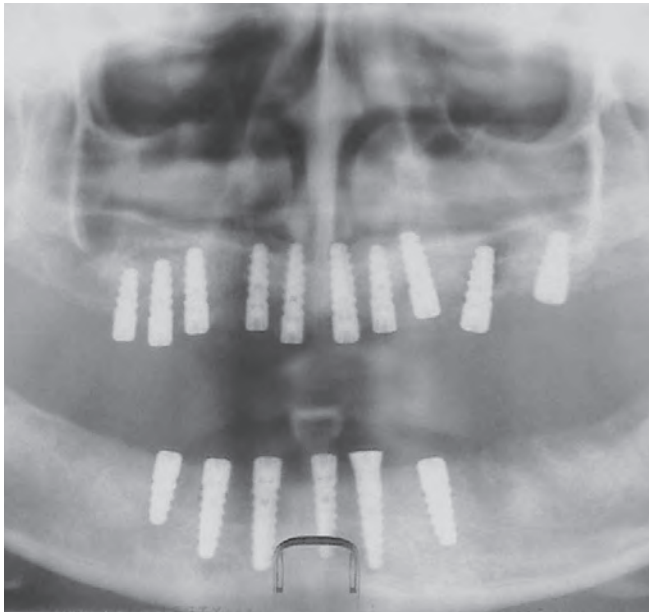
RTG kontrola po sinus lifte obojstranne a implantácii vo frontálnom úseku sánky
